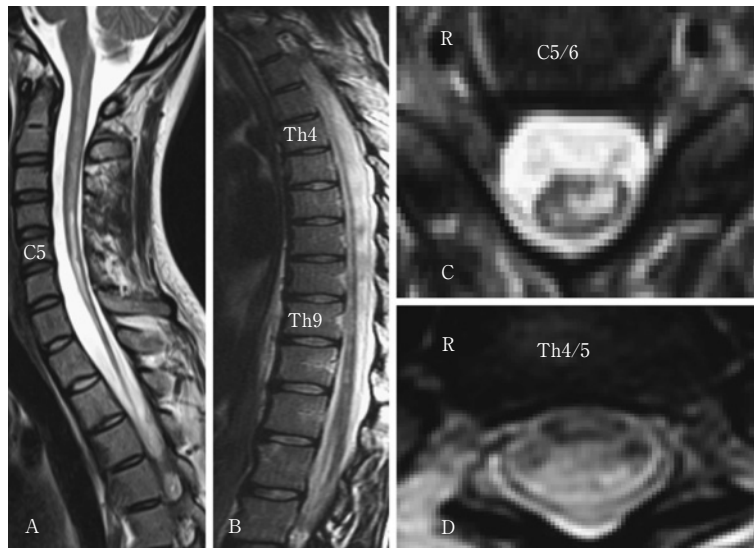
T2-weighted magnetic resonance images of the spinal cord.
